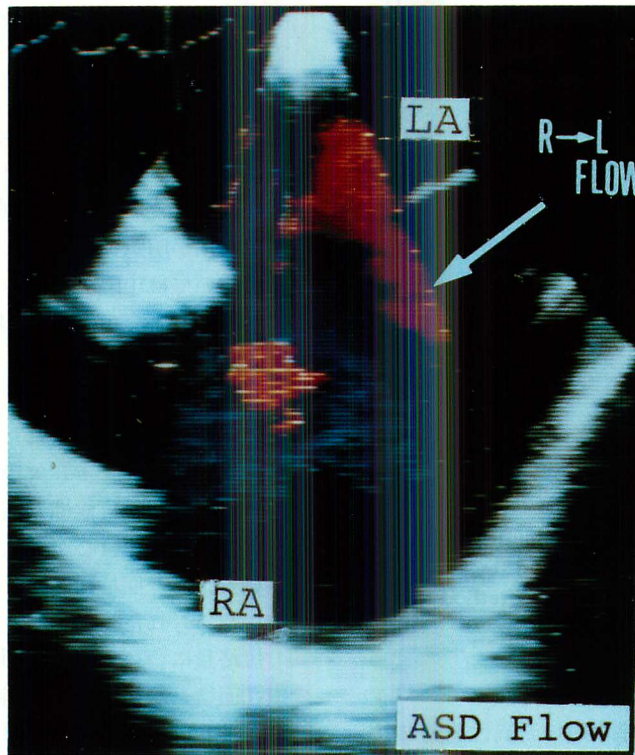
Color Doppler image of interatrial shunt flow obtained by TEE in a patient (No. 6). In the early diastolic phase, right-to-left shunt flow (large arrow) is observed as red signals.
